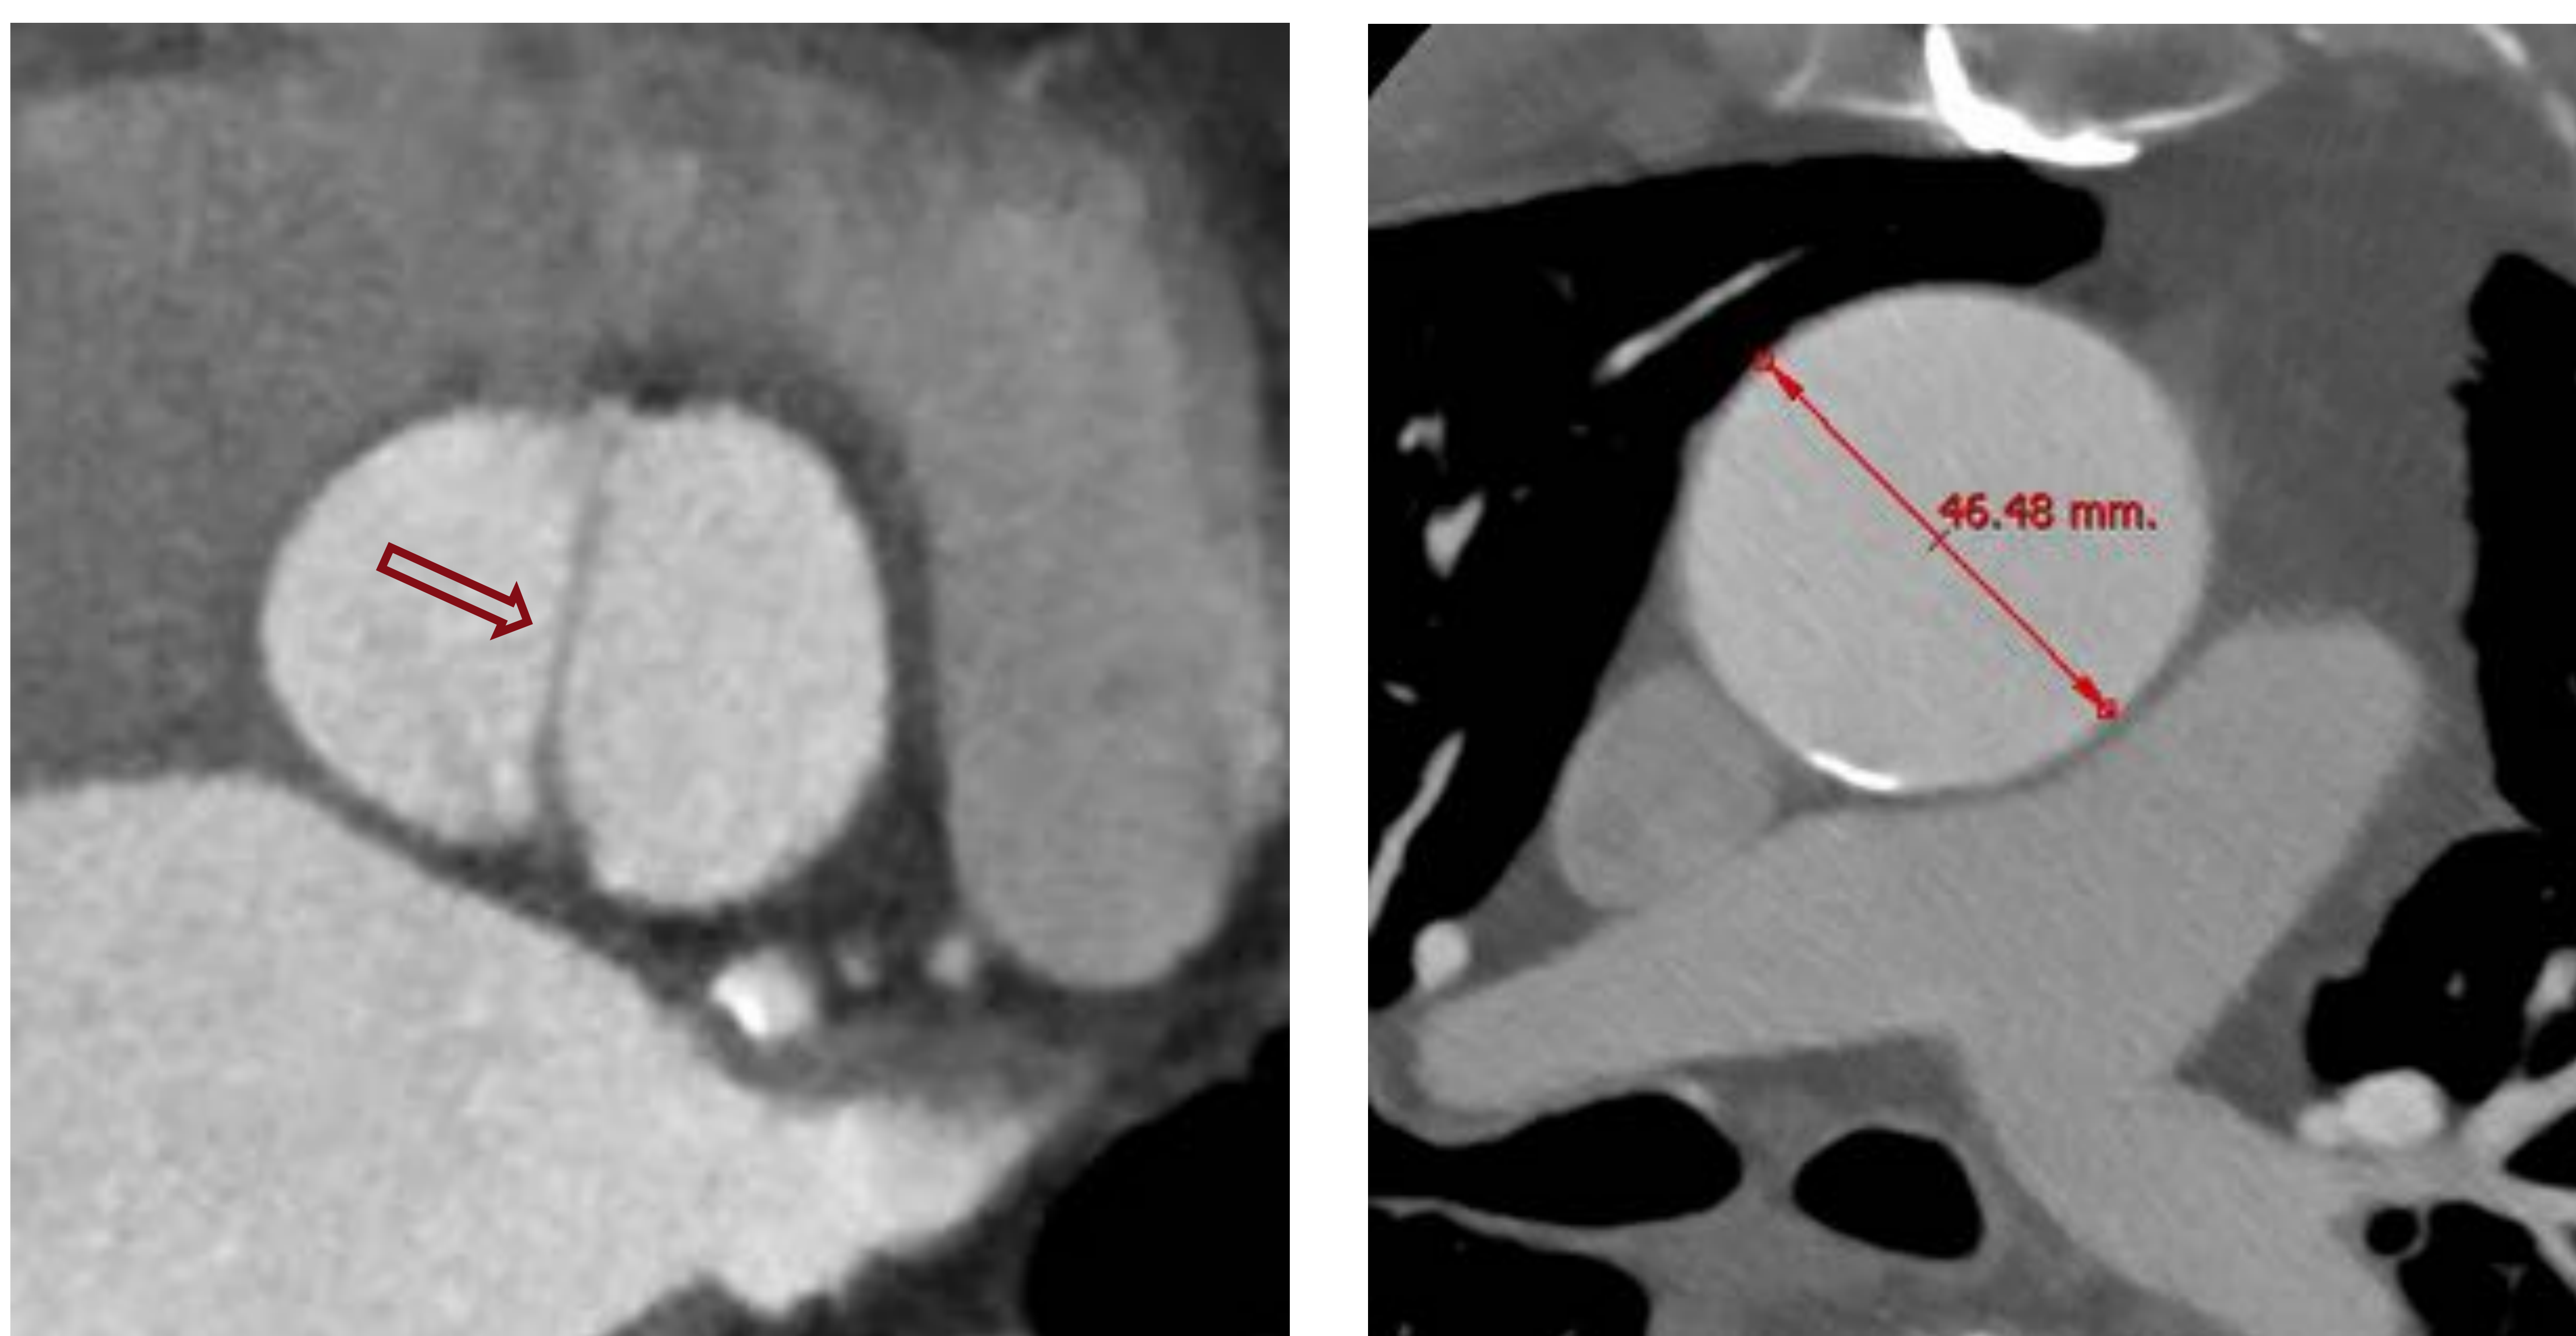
Válvula aórtica bicúspide con fusión del seno coronario derecho y no coronárico (tipo 1b). a. Corte transversal de TC a través del plano de la válvula aórtica en fase diastólica que muestra una única línea de fusión (flecha). c. Asocia dilatación de la aorta ascendente (46mm).
